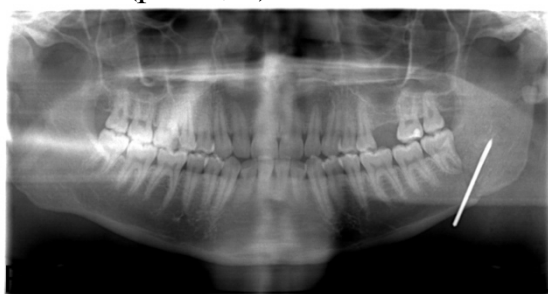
Ортопантомограмма нижней челюсти после операции
